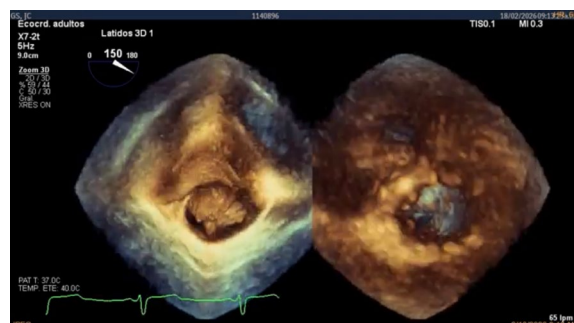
Reconstrucción tridimensional del ultrasonido cardíaco que ofrece una vista frontal del tumor, similar a la perspectiva que tendría el cirujano durante una operación. Se compara con la vista desde la cavidad inferior izquierda, donde se confirma la presencia de un tumor en el atrio izquierdo de forma irregular y composición heterogénea. Fuente: Archivo Dra. Faviola Muñiz Castillo.
